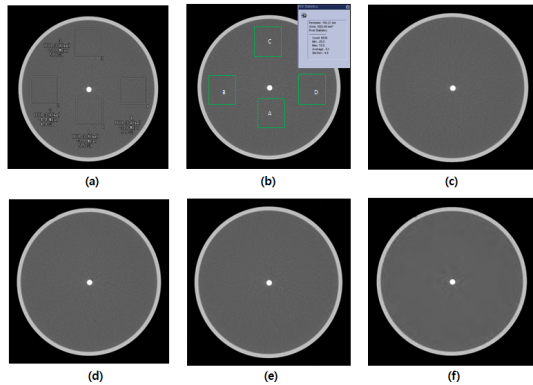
Measurement of CT number, noise, and uniformity for various images
